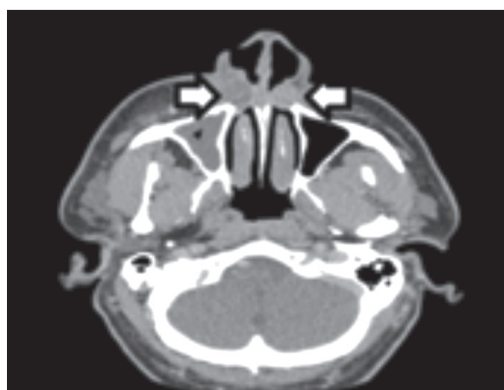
Quiste nasolabial bilateral (corte axial tomografía computarizada con contraste).
